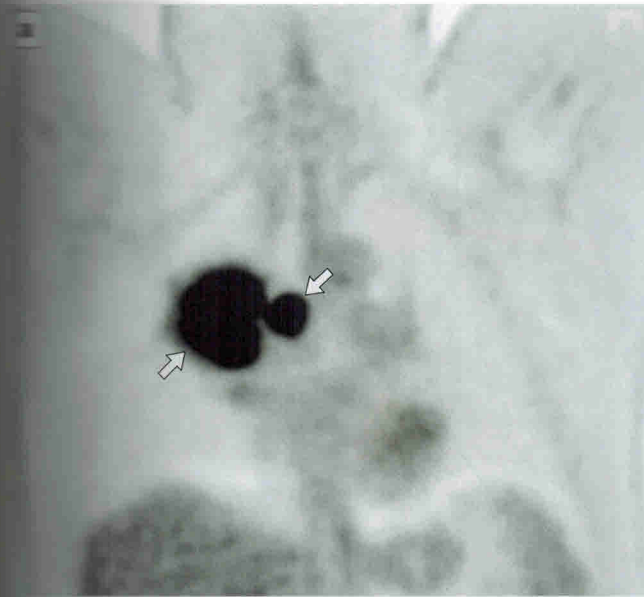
ПЭТ/КТ с ^{18}F -ФДГ всего тела. Рак легкого. а, в – ПЭТ во фронтальной реконструкции и аксиальной проекции, б, г – ПЭТ/КТ-изображения во фронтальной и аксиальной проекциях: определяются очаги с патологической метаболической активностью ^{18}F -ФДГ в объемном образовании прикорневых отделов верхней доли легкого (зеленый контур, в) и конгломерате лимфатических узлов правого трахеобронхиального угла, связанном с опухолью (фиолетовый контур, в) (очаги указаны стрелками).
